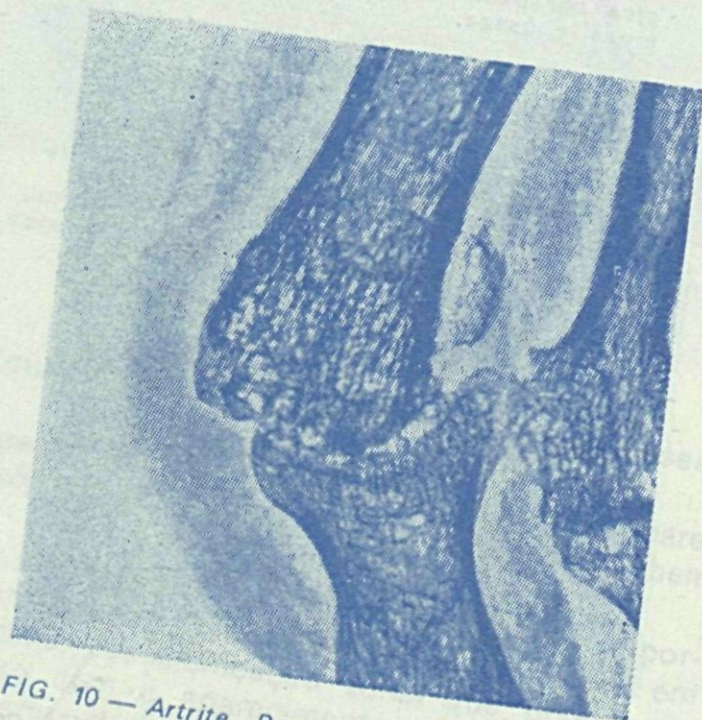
Artrite Reumatóide: pormenor da xerorradiografia de um pé onde se distinguem acentuadas lesões destrutivas e subluxação da primeira metatarso-falângica.
